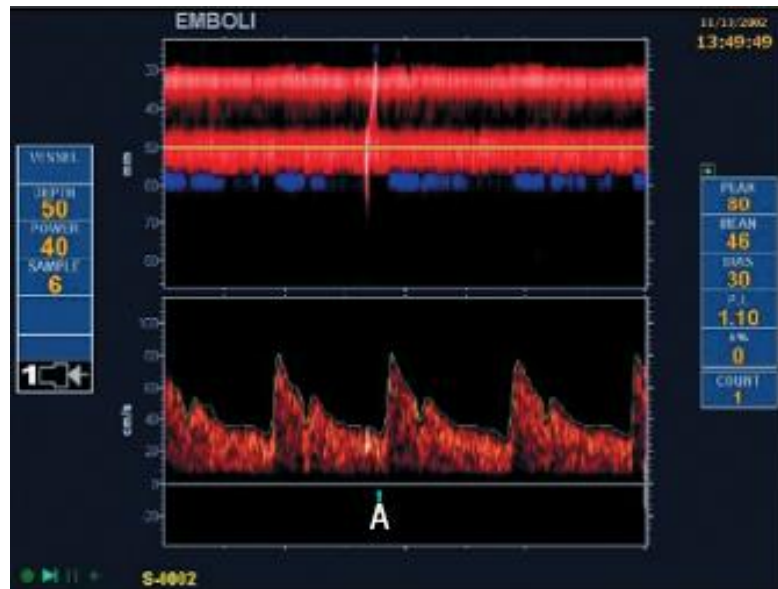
Imagerie Doppler transcranien montrant la circulation dans l'artère cérébrale moyenne; la flèche A indique le point ou un microembolus a provoqué des perturbations du signal.
